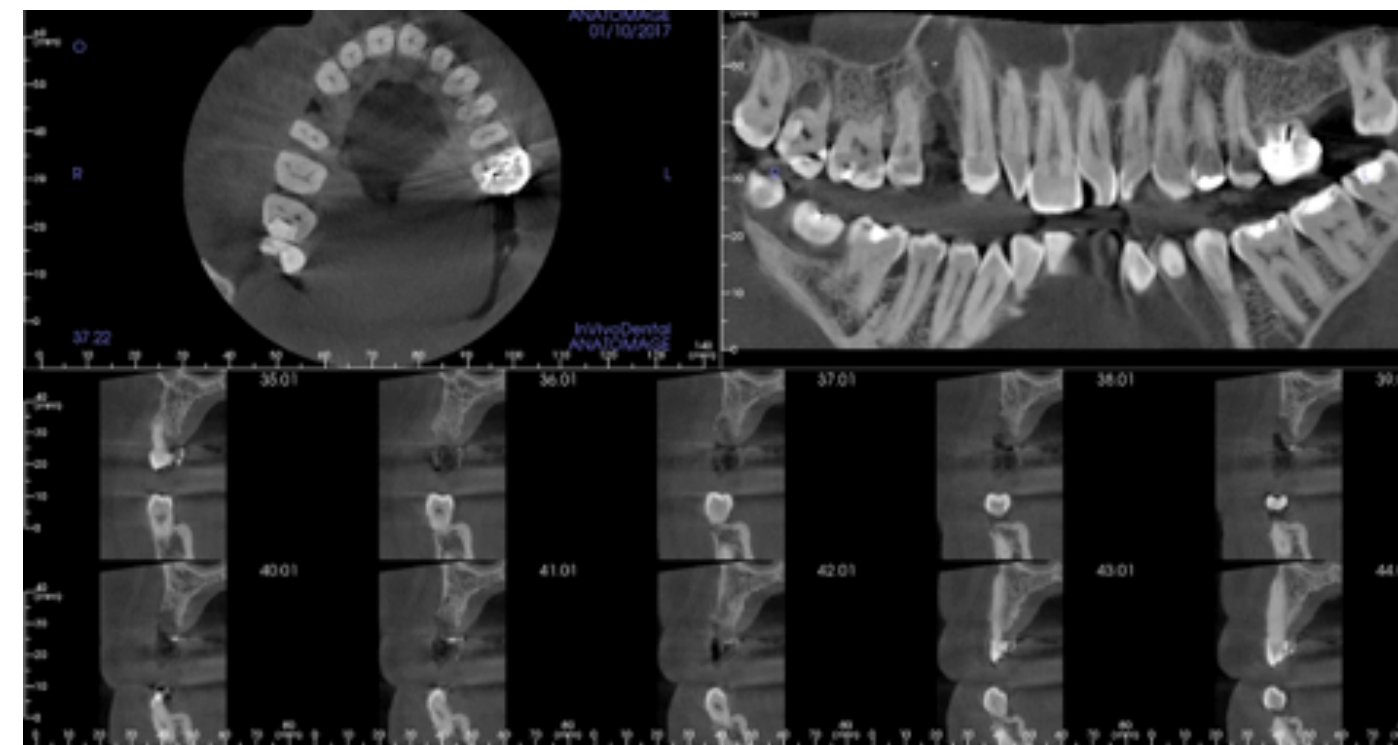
Tomografía Computarizada de Haz cónico (CBCT) preoperatorio
